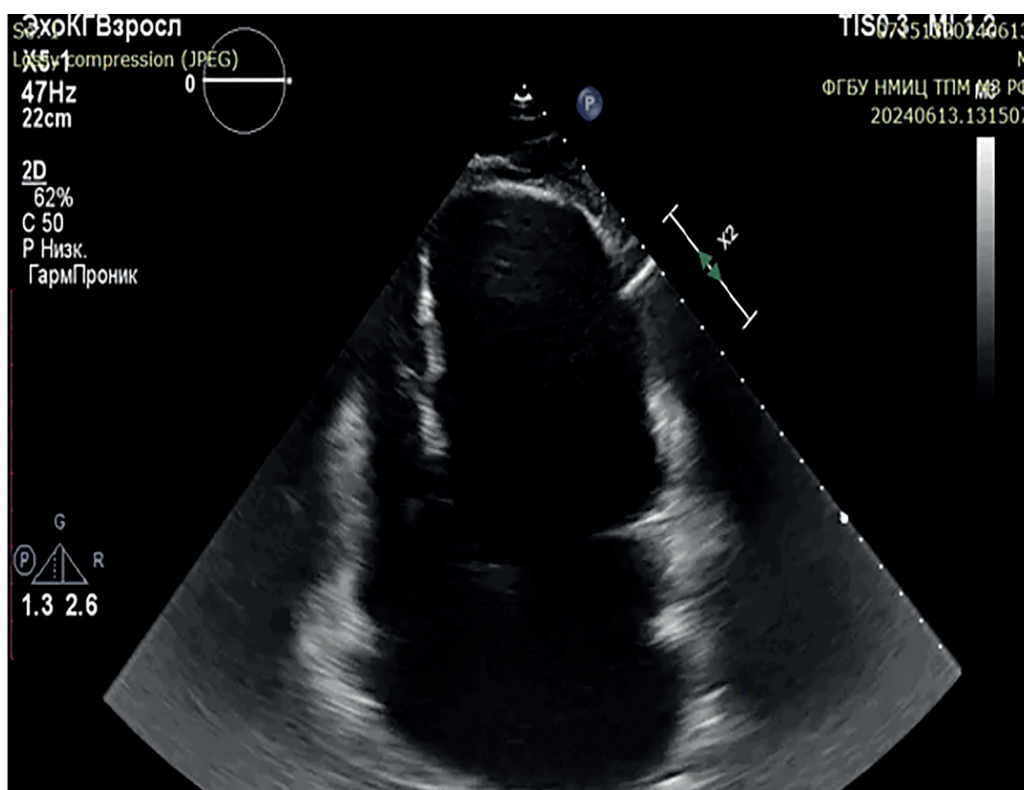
Эхокардиограмма. 4-камерная апикальная позиция. Дилатация камер сердца, истончение межжелудочковой перегородки, признаки аневризмы верхушки ЛЖ.
